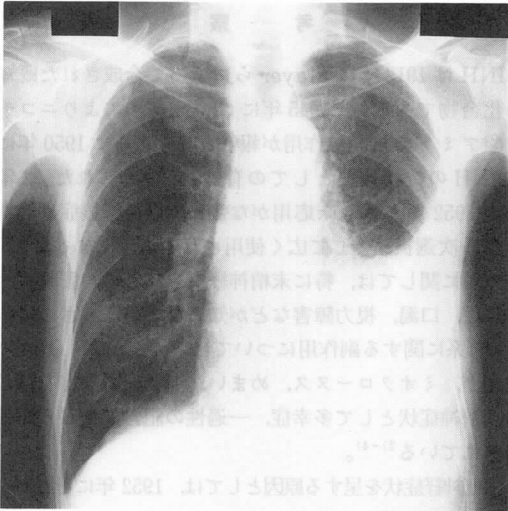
入院時胸部X線正面像：左側胸水貯留を認める。
